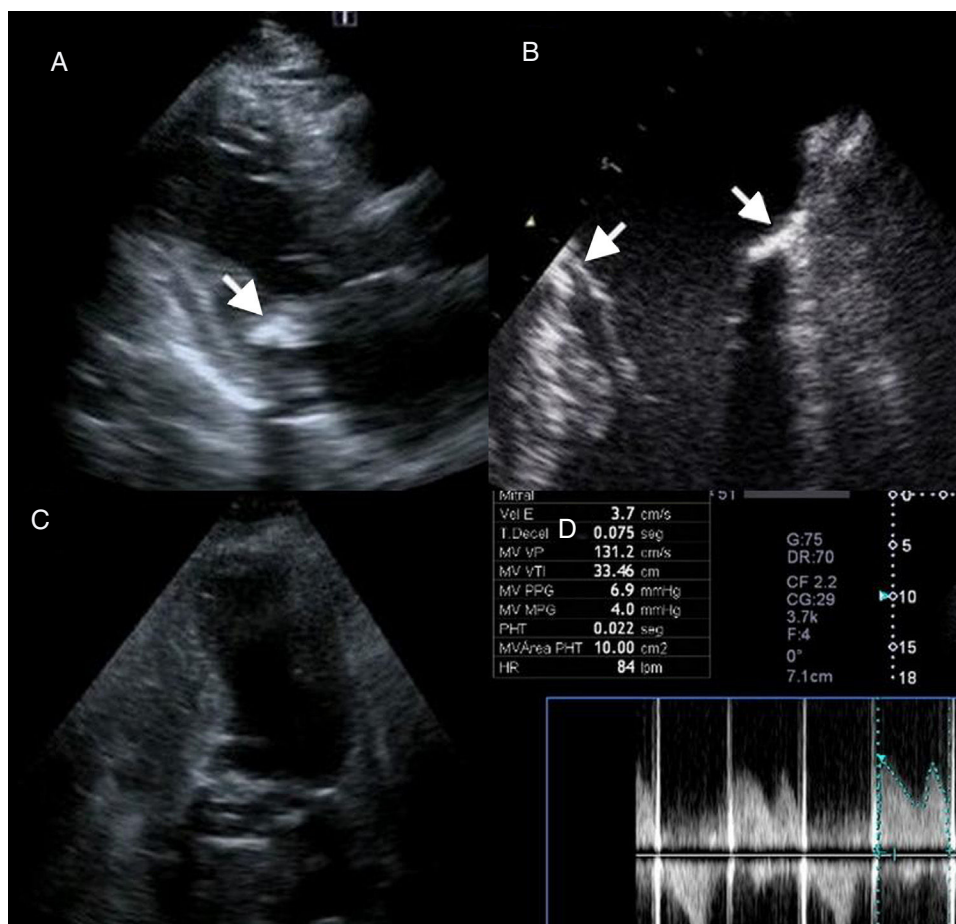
Panel A. ETT preoperatorio. Proyección paraesternal eje largo que demuestra calcificación severa del anillo mitral posterior (flecha). Panel B. ETE preoperatorio. En el plano mediesofágico a 0° se confirma la presencia de calcificación de todo el anillo mitral, tanto lateral como septal (flechas). Panel C. ETT postoperatorio. Prótesis normofuncionante tras la intervención con localización supraanular. Panel D. Doppler continuo transprotésico en postoperatorio.
